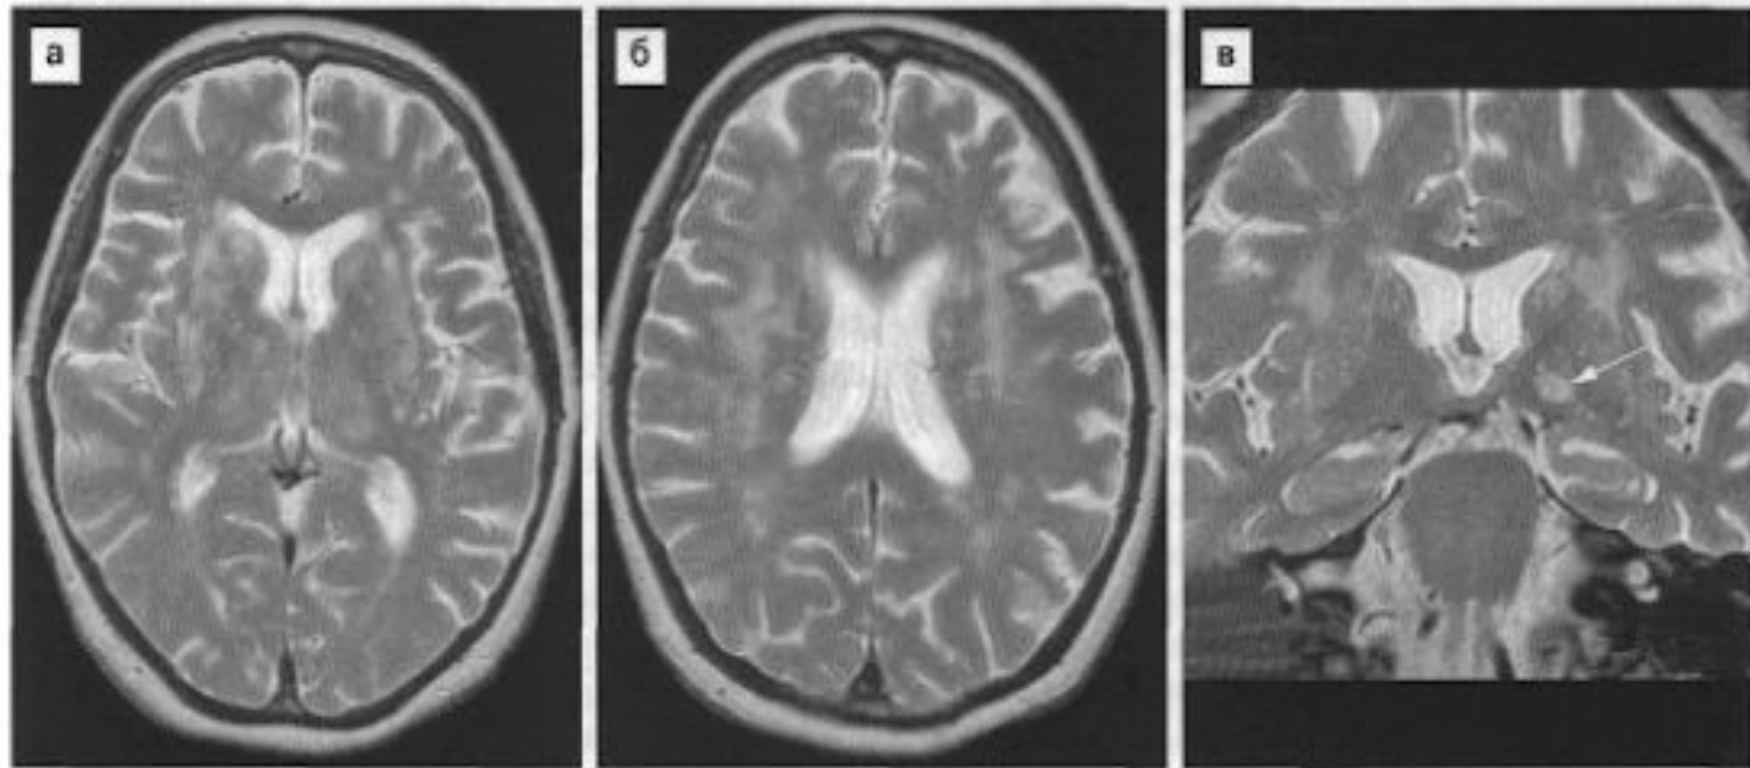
Кортико-базальная дегенерация. Alien hand syndrom справа. МРТ в режиме T2. На аксиальных (а, б) МРТ определяется асимметричная атрофия больших полушарий, больше выраженная слева с наличием участков атрофической демиелинизации в подкорковых ядрах и глубоком белом веществе. В левом зрительном бугре на фронтальном срезе (в) определяется участок повышенного сигнала, контралатеральный синдрому «чужой руки» (стрелка).
